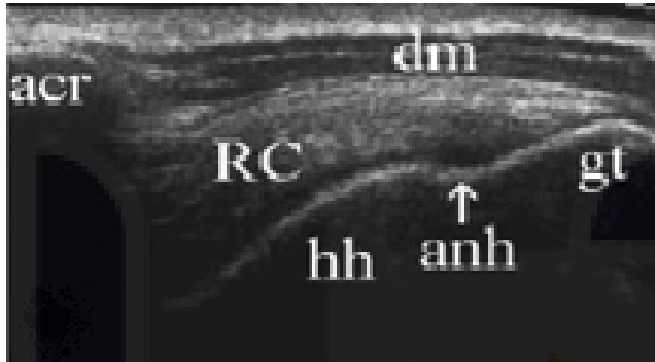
Ultrasonido Mango Rotador.
